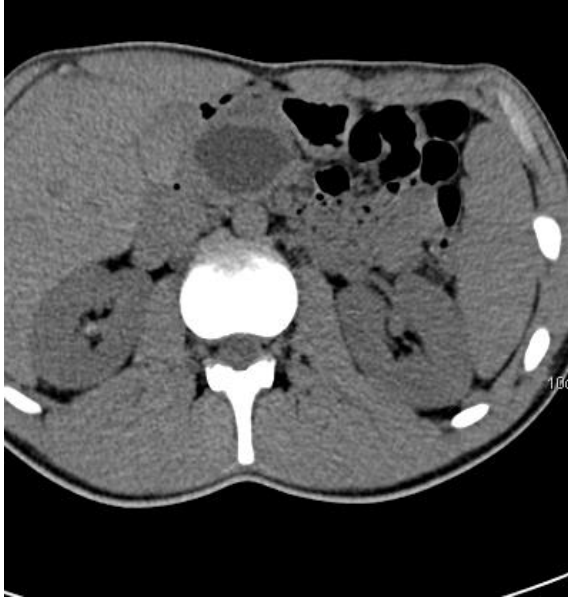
Компьютерная томография. А) Холедохолитиаз; Б) Хронический панкреатит.
